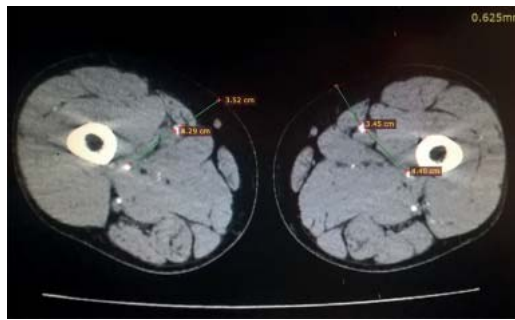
КТ-ангиограмма, поперечный срез на уровне средней трети бедра
